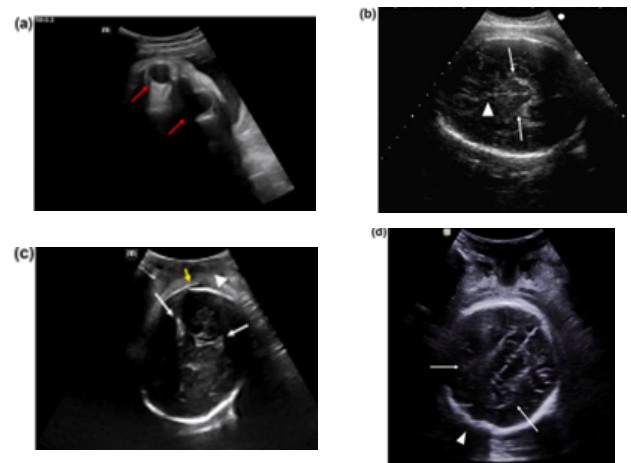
Ecografía transperineal para identificar la variedad de posición de la cabeza fetal. A. Ecografía transabdominal de un feto en posición occipito-posterior. Obsérvense ambas órbitas fetales (flechas rojas) que aparecen debajo del haz de ultrasonido. B. Ecografía transabdominal de un feto en posición occipito-transversa izquierda. El ecocardiograma cerebral de la línea media es visible horizontalmente con los tálamos fetales a su lado. C. Ecografía transperineal de un feto en posición occipito-anterior. Obsérvense el plexo coroideo (flechas blancas) que diverge hacia el occipucio (punta de flecha) y el moldeado occipito-parietal (flecha amarilla). D. Ecografía transperineal de un feto en posición occipito-posterior. Obsérvense el plexo coroideo (flechas blancas) que diverge hacia el occipucio (punta de flecha). Tomado de: Ramírez Zegarra R y cols (13)
